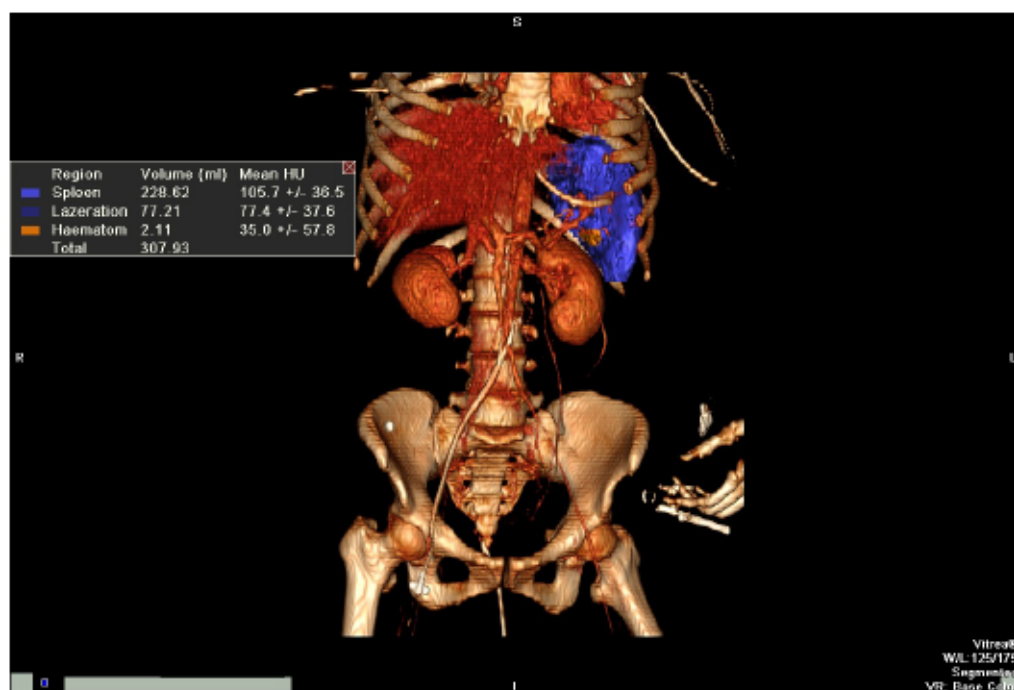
Vitrea-CT eines Patienten der Studie. Milz (mittelblau), Läsion (dunkelblau) und Hämatom (orange) mit Volumsangabe
